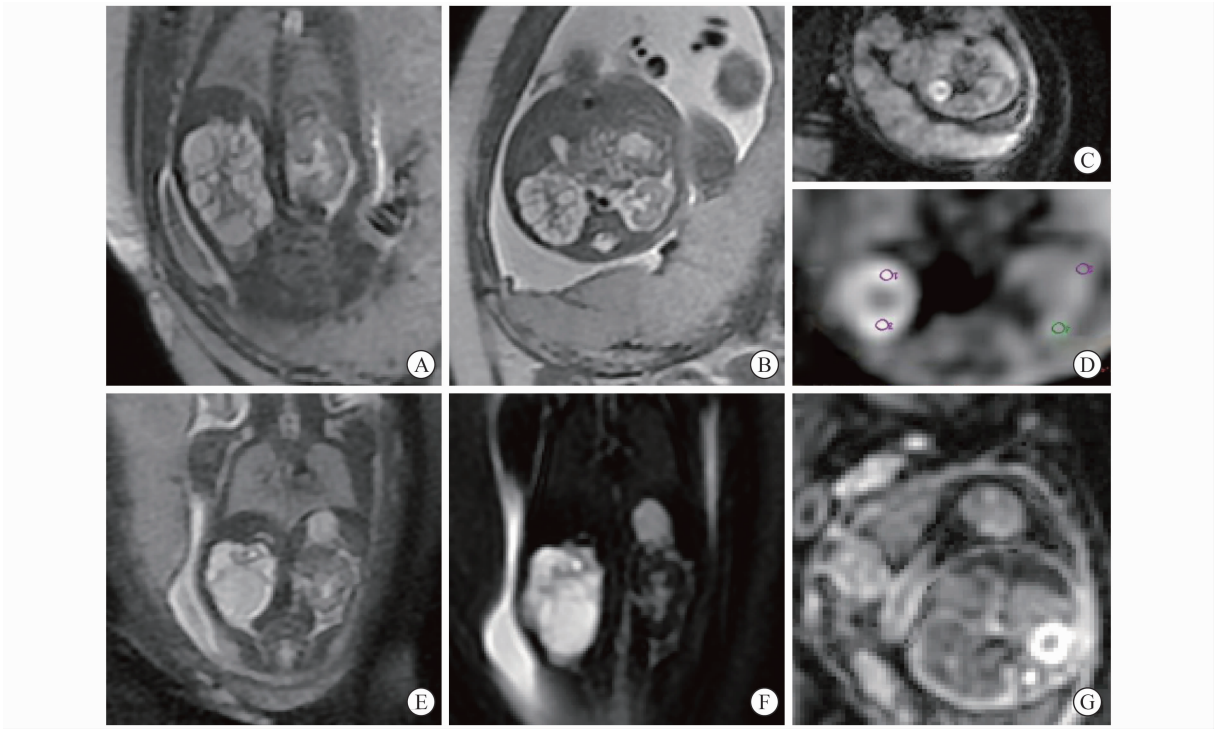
孕 26⁺¹ 周、22⁺⁴ 周,多囊性发育不良。A-B: 冠位及轴位 T2WI 示胎儿右肾体积明显增大、T2WI 信号增高,内弥漫囊样结构;C-D: 示右肾 DWI 信号减低,对应 ADC 值减低;E-G: 冠位 T2WI、MRU 及轴位 DWI 示右肾多发大小不等的囊性病变伴皮质菲薄,DWI 信号明显减低
